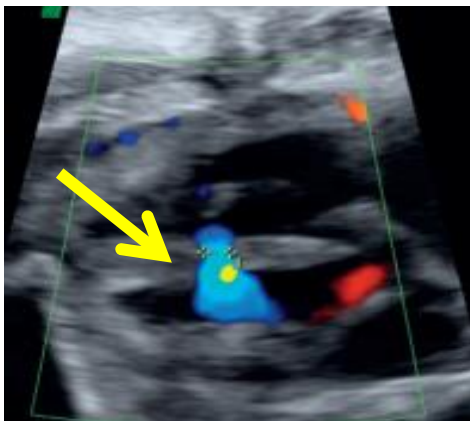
Représentation échographique d'une CIV musculaire (8)
